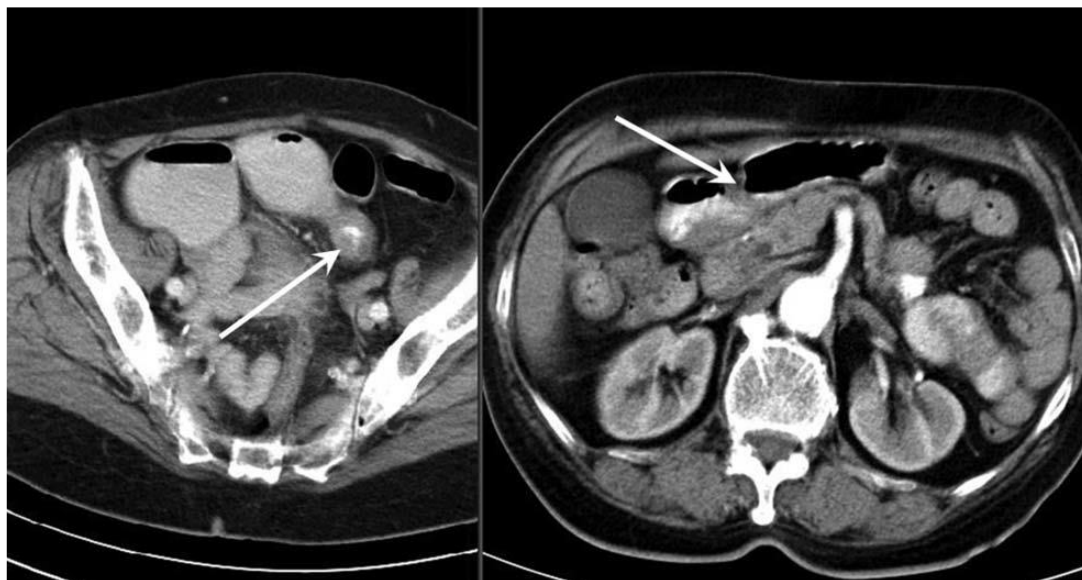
Компьютерная томография брюшной полости, демонстрирующая утолщение стенки тонкой кишки и расширенные петли кишечника
